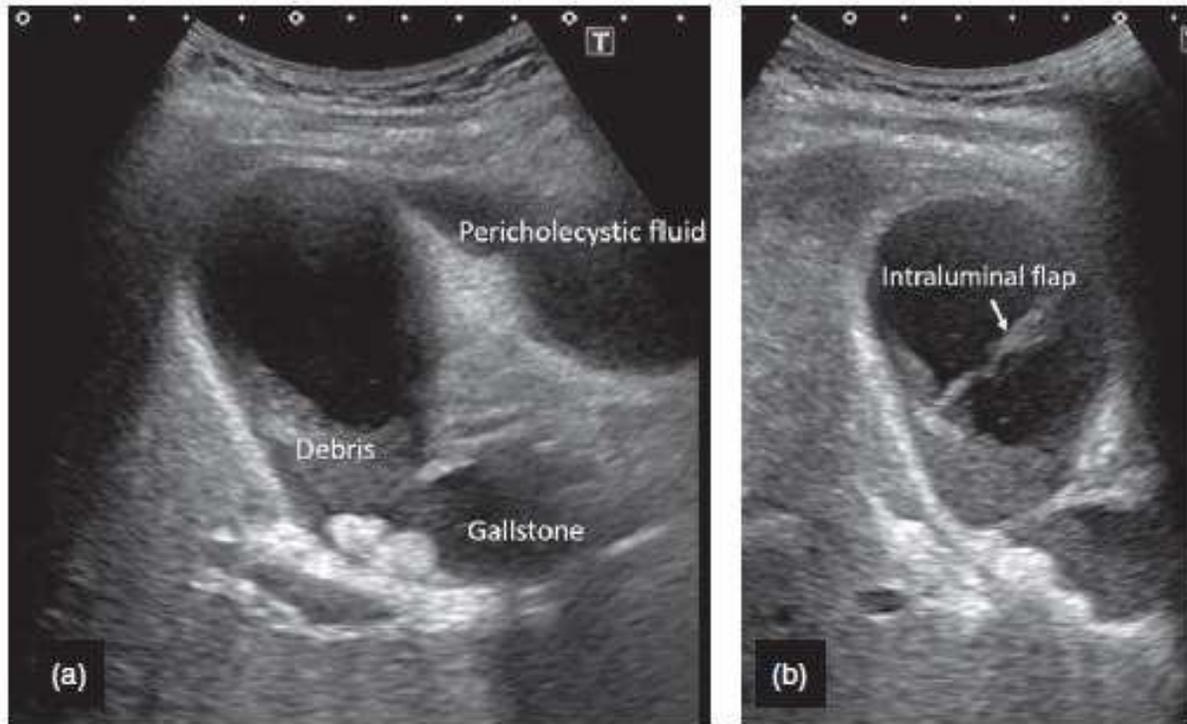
Imágenes típicas de ultrasonido de colecistitis aguda. (a) Líquido pericolecístico. El líquido pericolecístico se demuestra en el lado izquierdo de la vesícula biliar. También se observan cálculos biliares y escombros en la vesícula biliar. (b) Un colgajo intraluminal visto en una colecistitis gangrenosa. Se muestra una línea ecogénica lineal que representa el colgajo intraluminal.(17)
